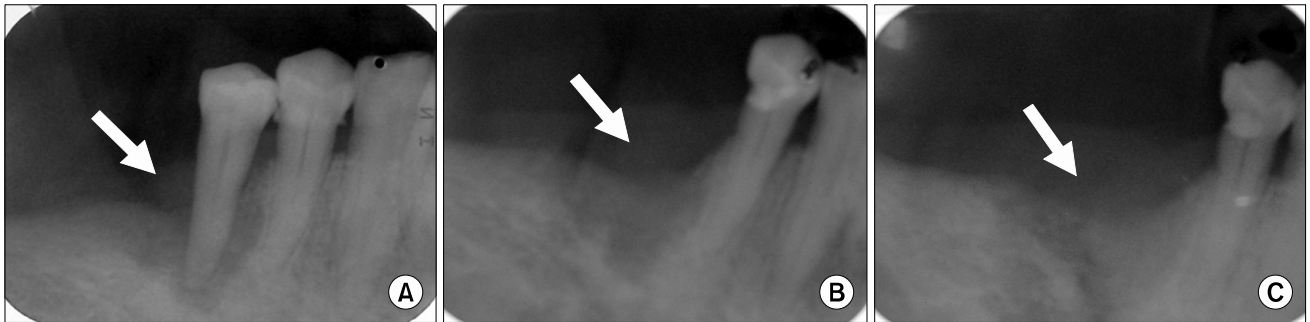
개인치과의원에서 촬영한 방사선 사진. 내원 당시에 촬영한 사진으로 치근의 근침까지 침범한 소견이 관찰된다(A). 발치 이후 촬영한 사진에서 호전 없이 지속되는 양상이 관찰되고 있으며(B), 이후 추적 관찰한 촬영에서는 골파괴 양상이 보다 심해지는 것인 관찰되고 있다(C).
